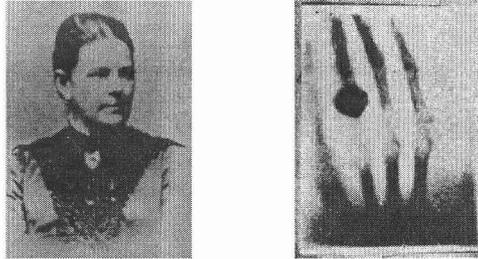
y 5 Anna Bertha Ludwig Röntgen y radiografía de su mano
